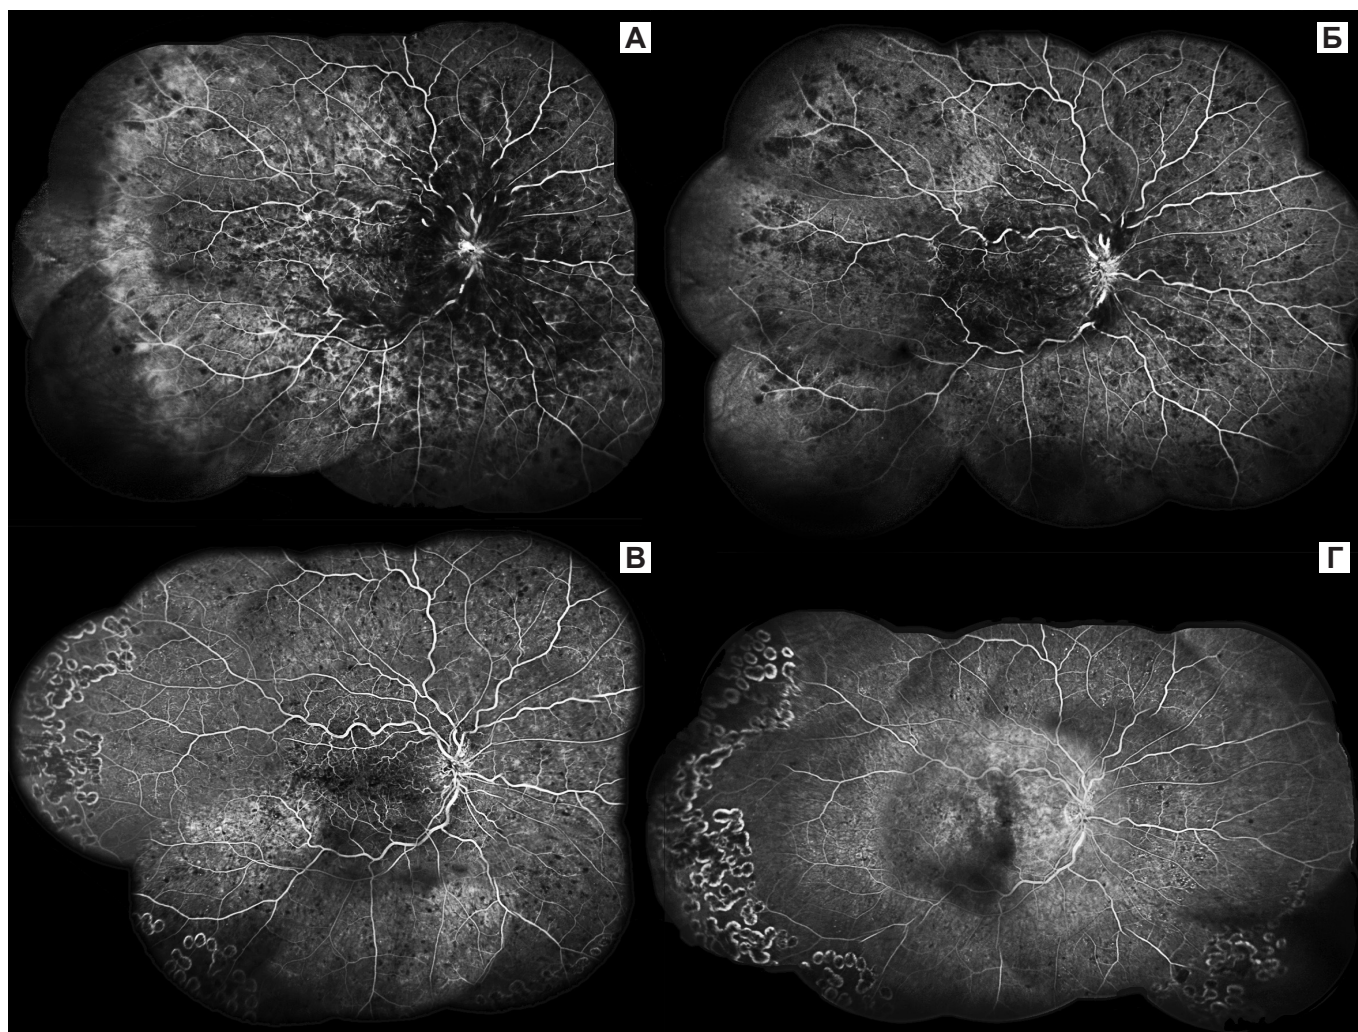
Флюоресцентная ангиография (венозная фаза) правого глаза пациентки В. А — состояние на момент начала лечения. Б — состоянии на момент первого рецидива отёка. Видна сохраняющаяся ишемия сетчатки на крайней периферии с височной стороны. В — состояние после ЛКС в неперфузируемых участках. Г — состояния спустя год после начала лечения
